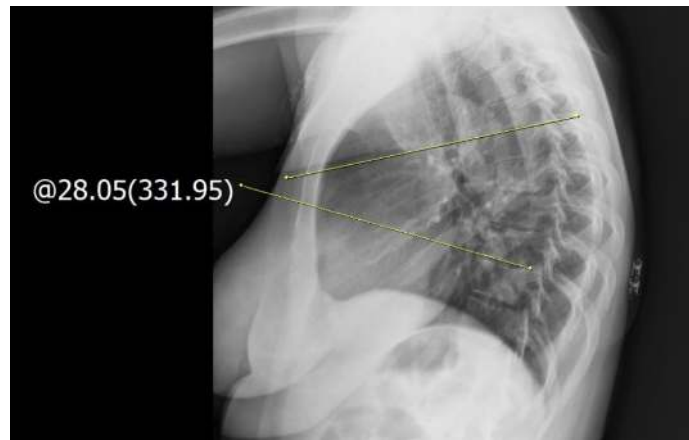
Pre op lateral grafide T7-T8 tutulumu
